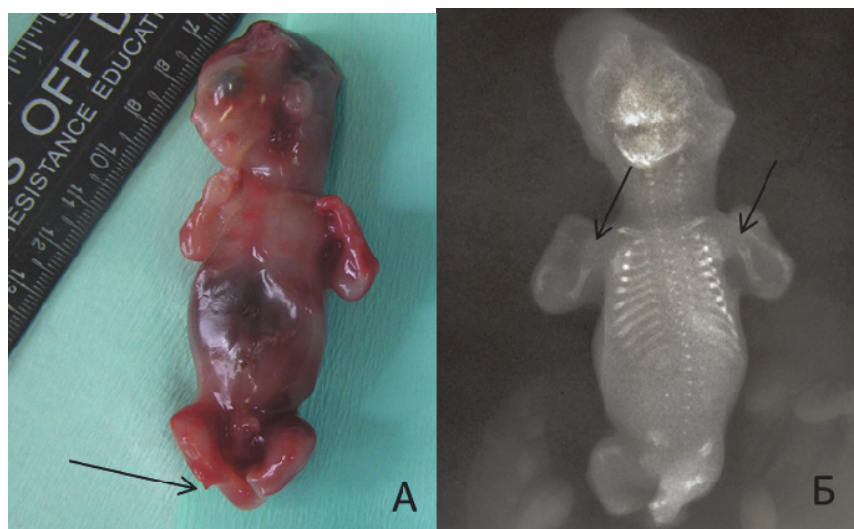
Морфологическая фотография и рентгенограмма плода с НЛГФ (№ 1941)
